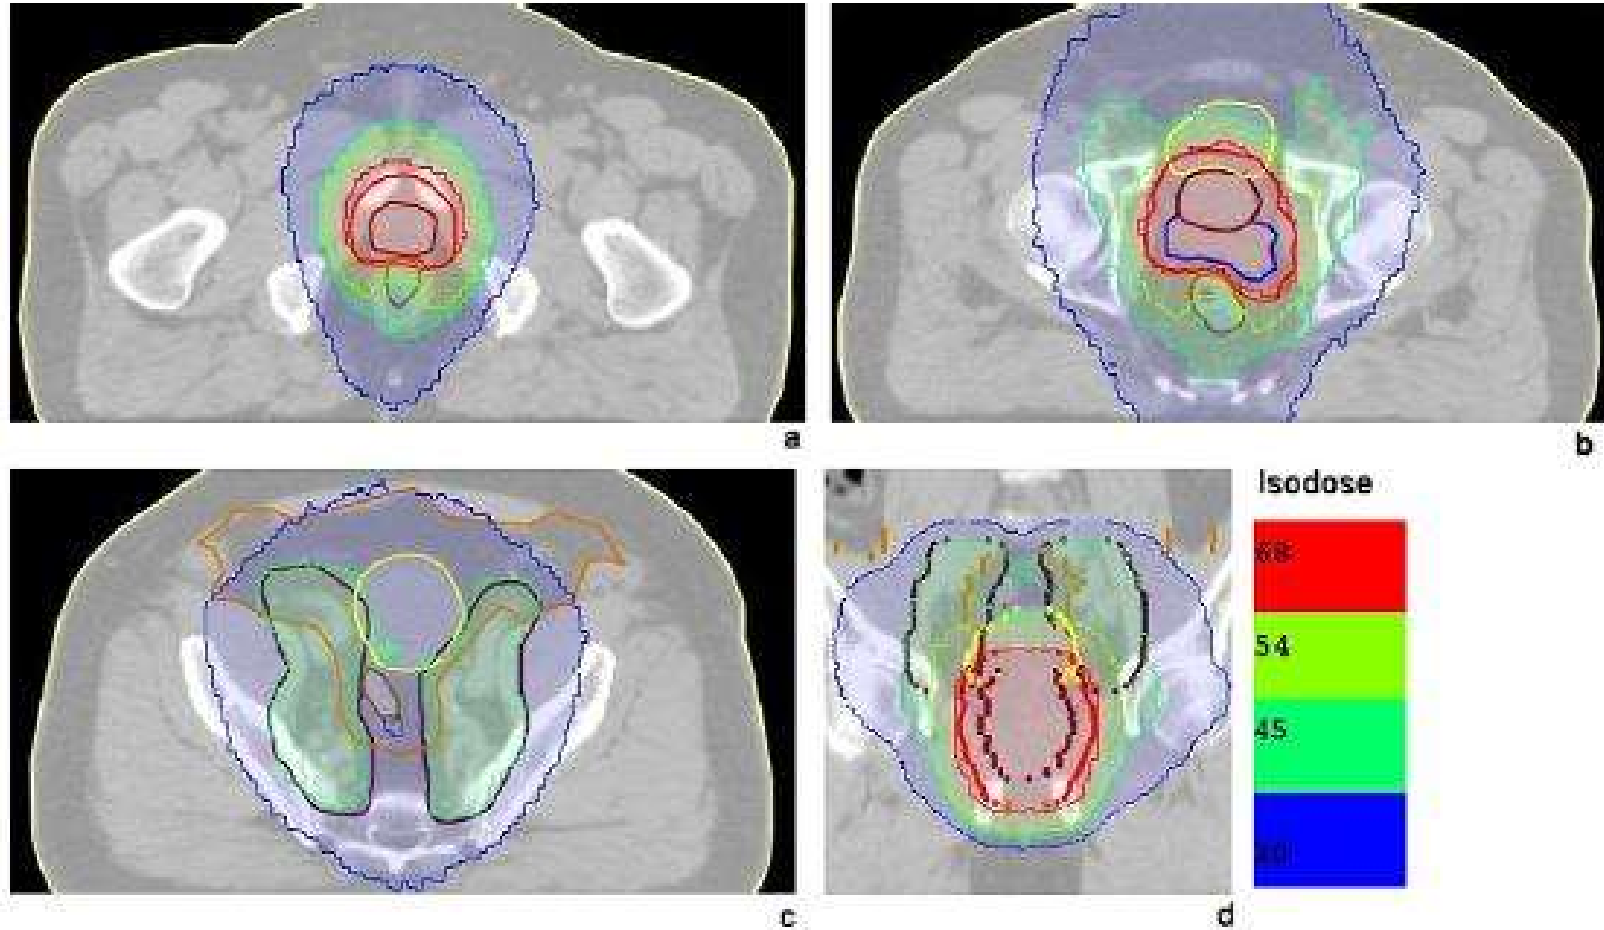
Axial and Coronal images showing PTV, OAR, and isodoses. Axial CT image of pelvis at the level of the prostate gland (a) the prostate and proximal SVs (b) and the PLNs (c) and (d) a coronal CT image showing the prostate and PLNs. Contour colors: red is PTV68; maroon is prostate; blue is the proximal SVs; dark brown is PTV45; yellow is bladder; brown is rectum; light brown is peritoneal cavity. Isodoses are shown as color maps.
